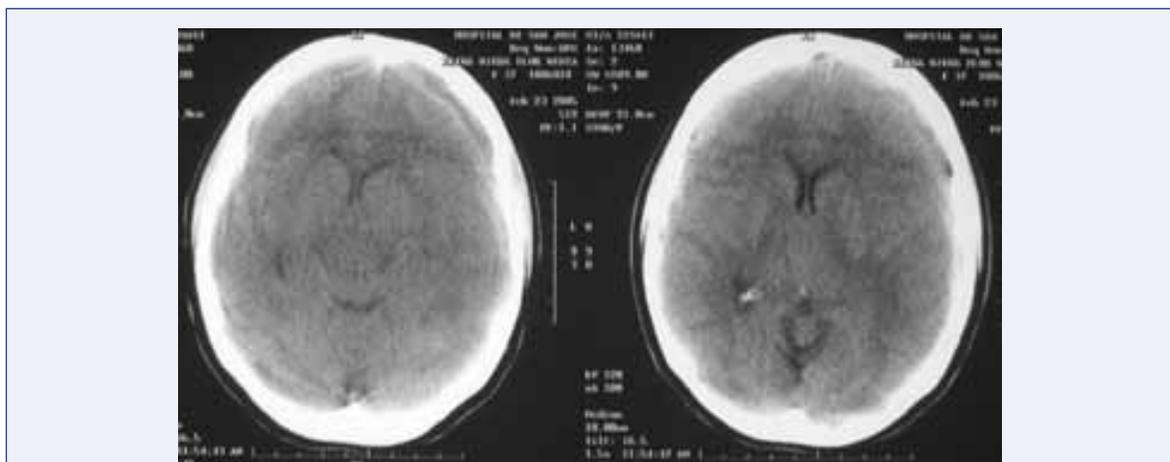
TAC CRÁNEO SIMPLE. DISMINUCIÓN DE LOS ESPACIOS SUBARACNOIDEOS Y CISTERNALES.
